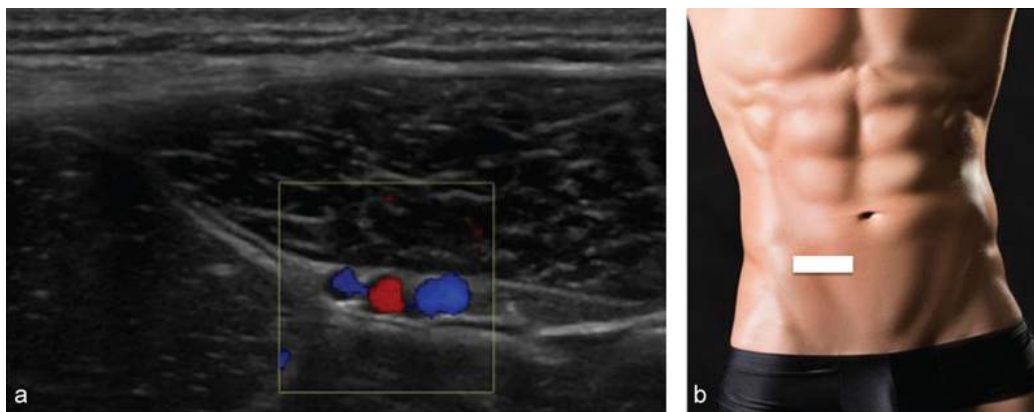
Repérage des vaisseaux épigastriques. Coupe axiale avec Doppler couleur et position correspondante de la sonde.
